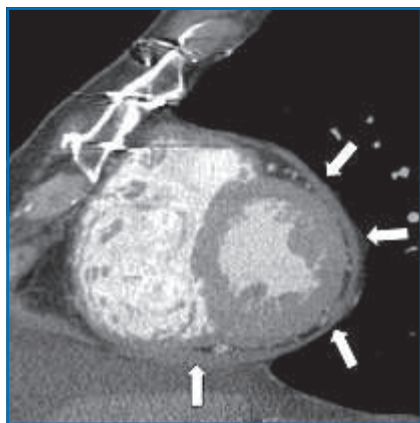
Patient aux antécédents de pontages aorto-coronaires présentant une dyspnée avec suspicion des signes indirects de constriction péricardique à l'échographie transthoracique. Le scanner cardiaque retrouve un épaississement péricardique circonférentiel non calcifié (flèches).
